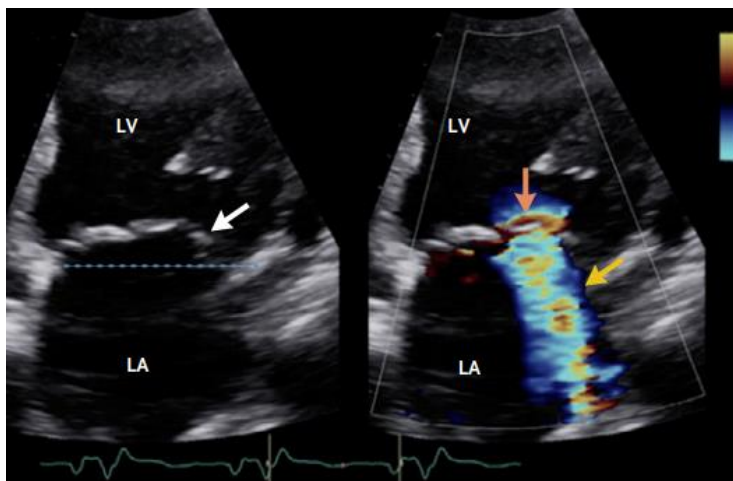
Transthorakale Echokardiographie einer sekundären Mitralklappeninsuffizienz.
